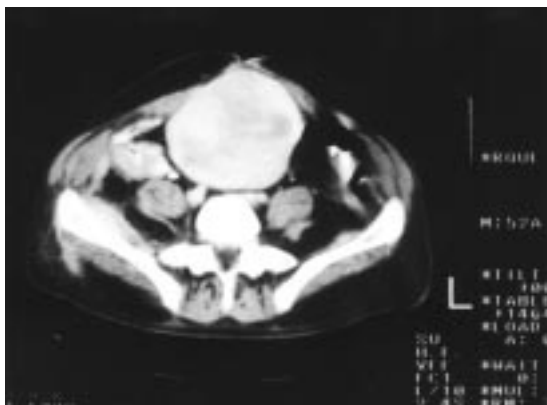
TAC abdominal: tumor pared abdominal de 13 x 10 x 8 cm.
